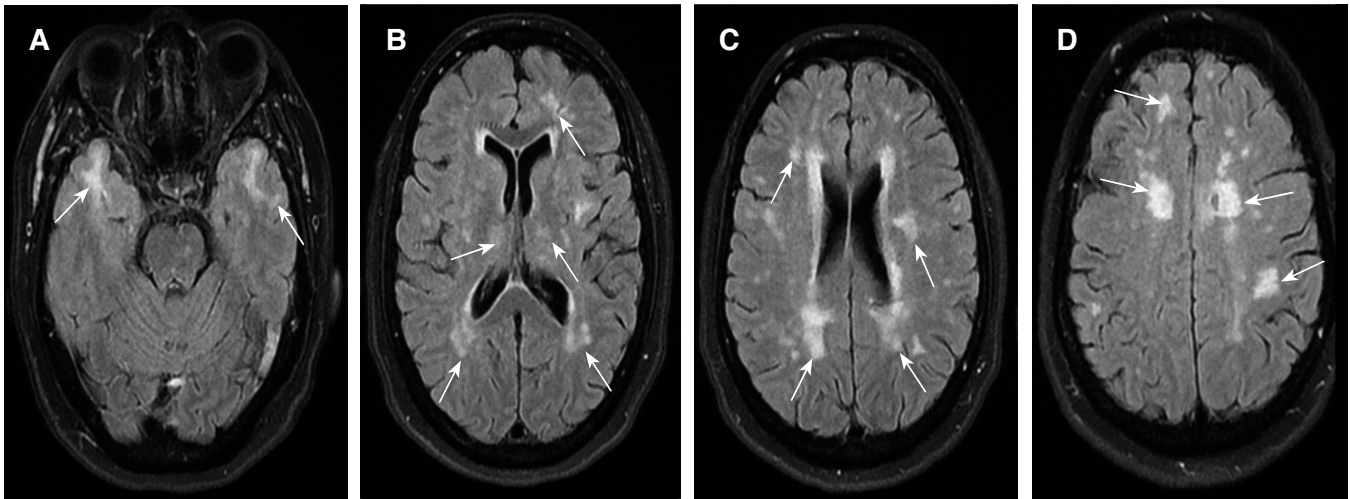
Imagen por resonancia magnética secuencia FLAIR plano axial a nivel temporal (A), núcleos de la base (B), ventrículos laterales (C), convexidad (D). Las flechas señalan lesiones.
